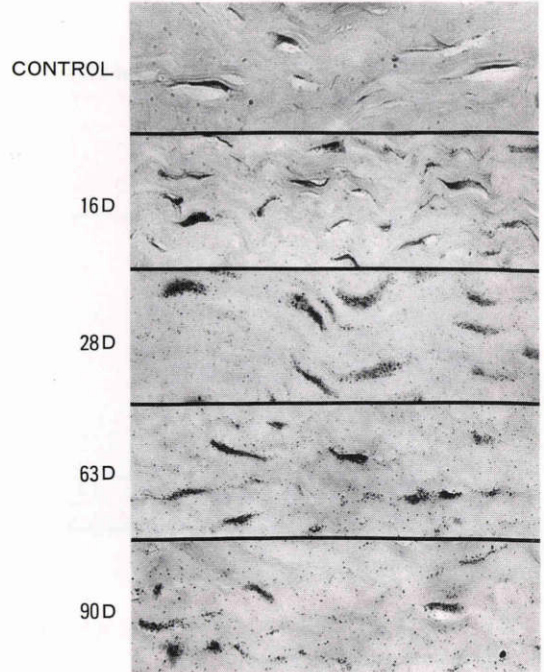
術後16~90日(host実質中央), H-E染色(^3H -proline autoradiography), $\times 200$
